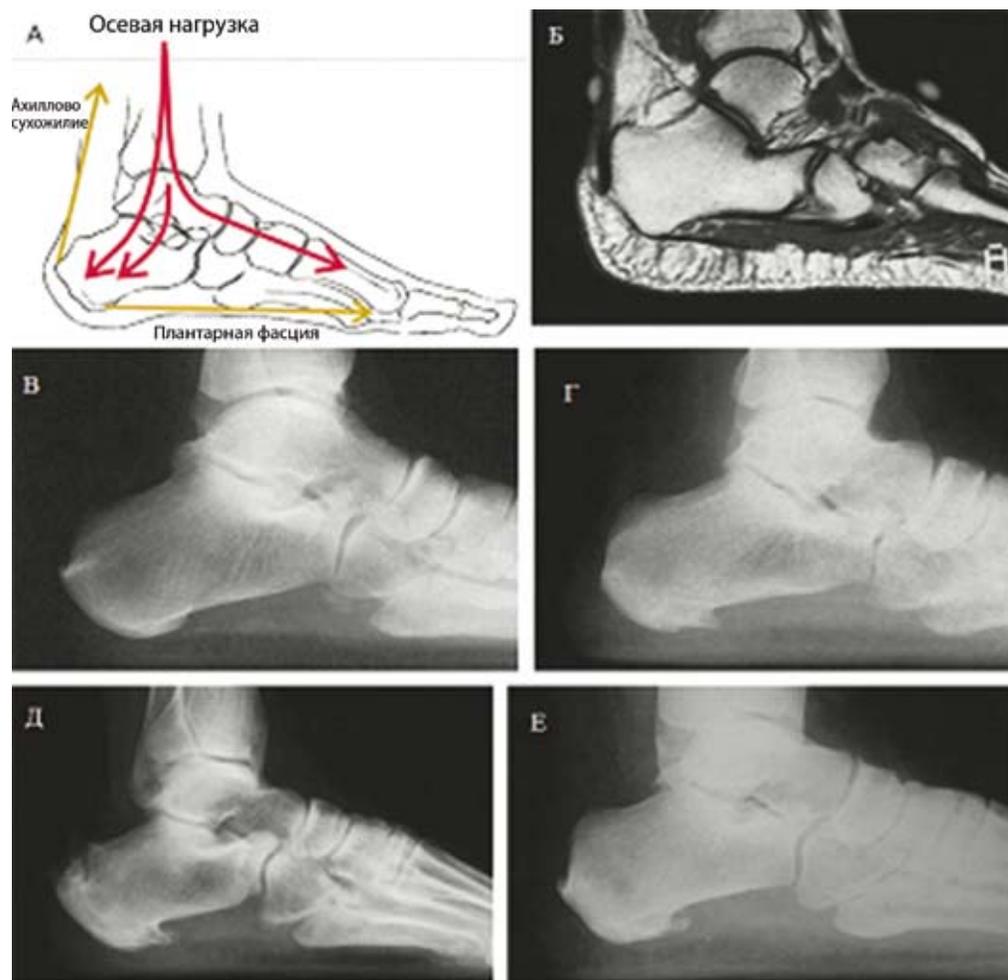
Основная причина пяточной боли и возможный вариант развития патологического процесса. Боль в подошвенной части стопы зачастую связана с (А) нагрузкой на пяточную кость и прикрепляющуюся подошвенную фасцию, как показано на МРТ снимке (Б). Пяточная шпора на рентгенограмме в боковой проекции (В). Костный нарост со временем становится все больше (Г, Д). В некоторых случаях (Е) может происходить перелом
